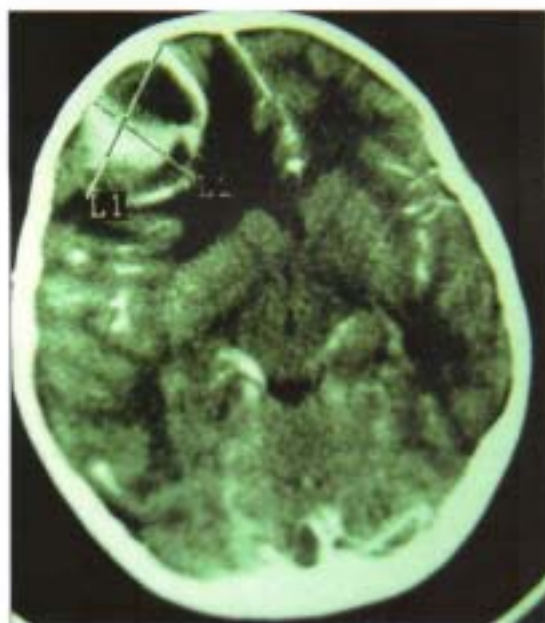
Abces cerebral având drept cauză o infecție odontogenă, diseminată hematogen – aspect CT.
